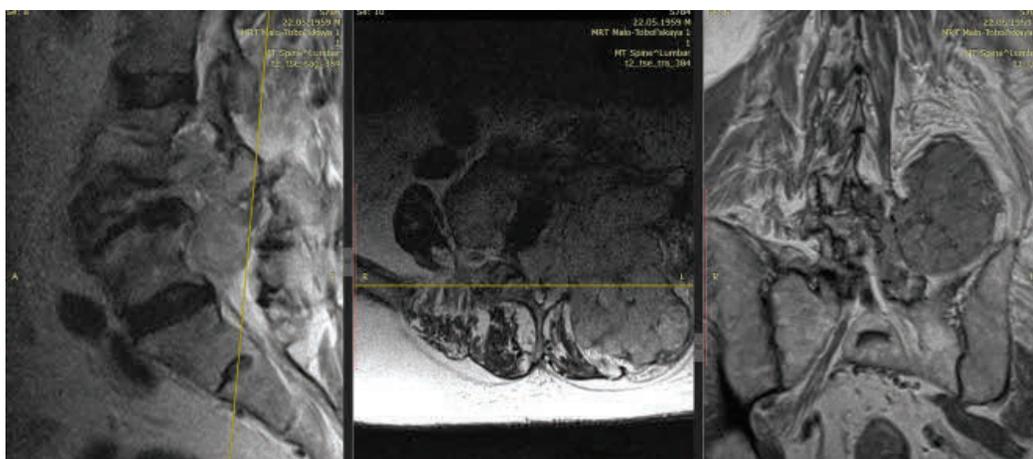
Магнитно-резонансная томография до выполнения процедуры
